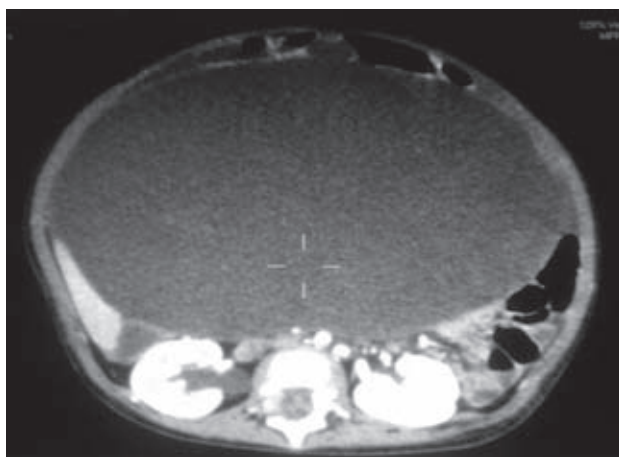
TAC simple de la tumoración abdominal, de contornos regulares, bien definidos, densidad homogénea y áreas discretamente vascularizadas.
